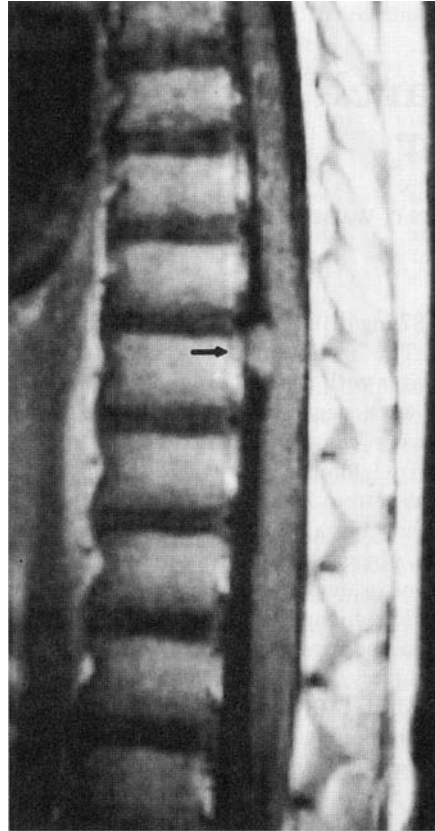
IRM médullaire, séquence T1, coupe sagittale : kyste épidermoïde intradural extramédullaire thoracique / d'après Kriss et al., 1995 [11].
